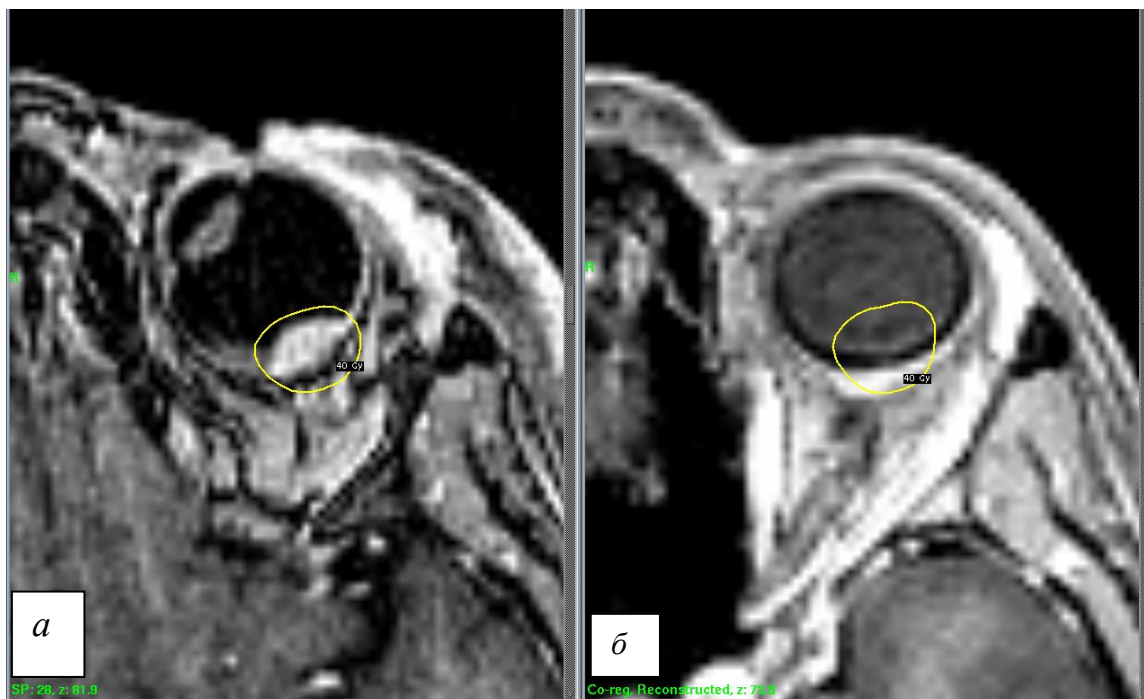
Данные МРТ пациентки Г. Т.: *а* – до и *б* – после комбинированного лечения с силиконовой тампонадой стекловидной камеры после гамма-ножа и эндорезекции опухоли
